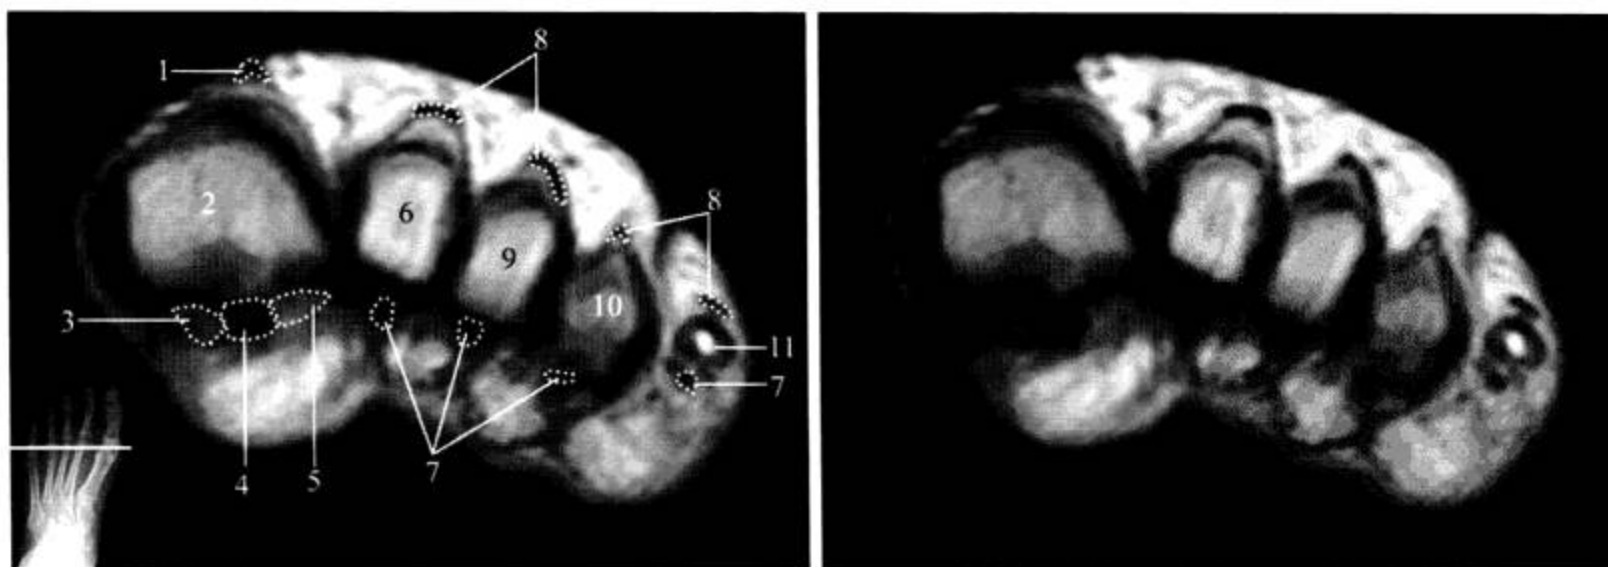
足 MRI 横断面 (T<sub>1</sub>WI)
